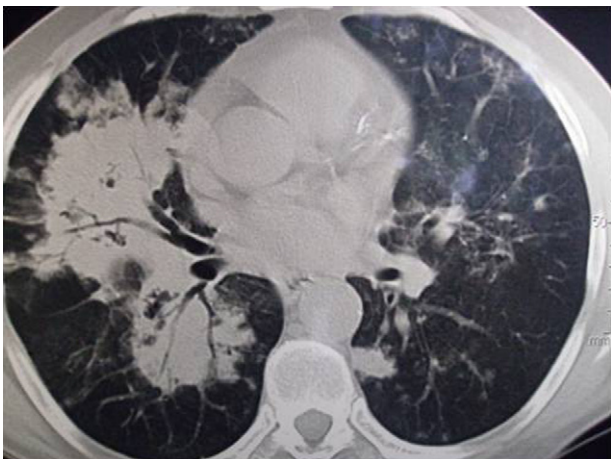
Tomografía computarizada de tórax antes del tratamiento.
